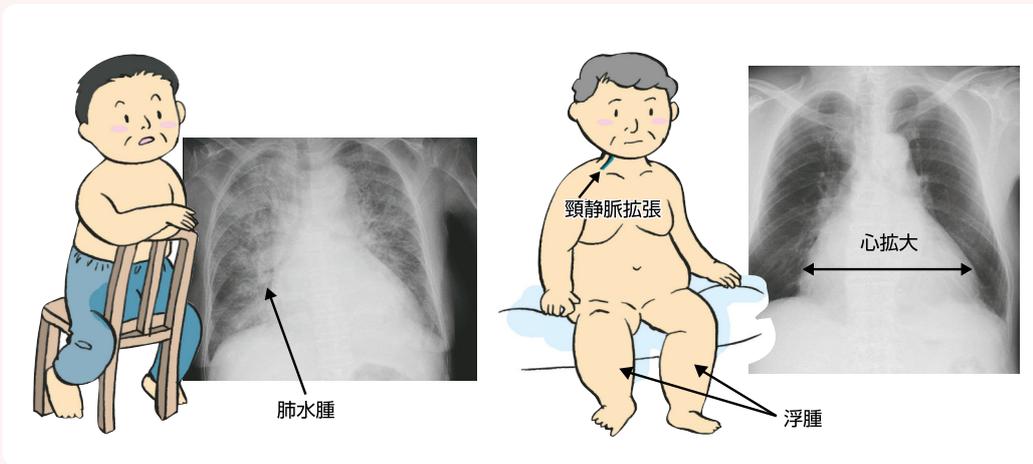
図 心不全の症状 / 左の男性は息苦しいため、いすに寄りかかって座っています。胸のX線写真も肺の部分が白くなっています。右の女性は、両下肢に浮腫があり腹部もぼつりして首の静脈が張っています。胸のX線写真では肺は白くありませんが、心臓が大きくなっています (netter をもとに作図)
